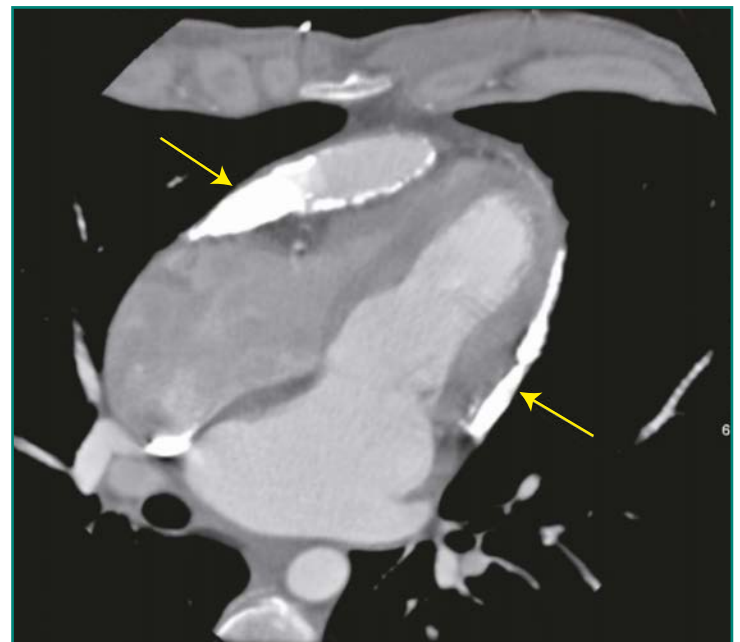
Imagen obtenida mediante TC de un paciente con pericarditis constrictiva que muestra la intensa calcificación pericárdica (flechas).
